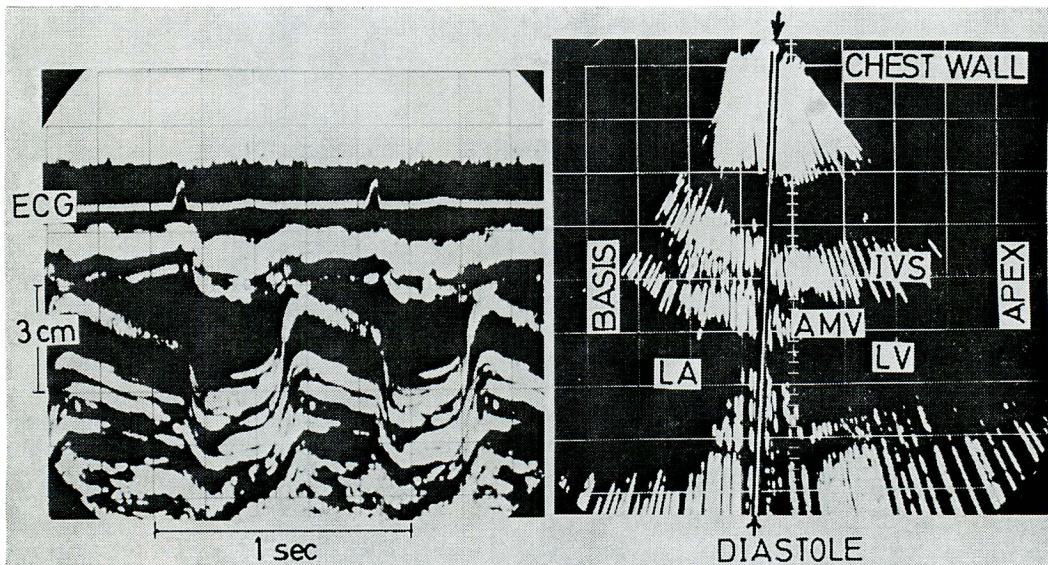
Left: An example of an often confusing echo of deformed mitral complex with that of thrombus. Right: A tomographic section of the heart along the long axis. The white line in this tomogram penetrating the echo of anterior mitral valve and triply layered echoes behind it means the direction of the ultrasonic beam for the left echocardiogram. Hence, the triply layered echo of the echocardiogram behind anterior mitral valve was concluded as the echo of posterior mitral complex in reference to the tomogram. In this case no thrombus was found at surgery. (H.K., a 29-year-old male. MSI, TI)
